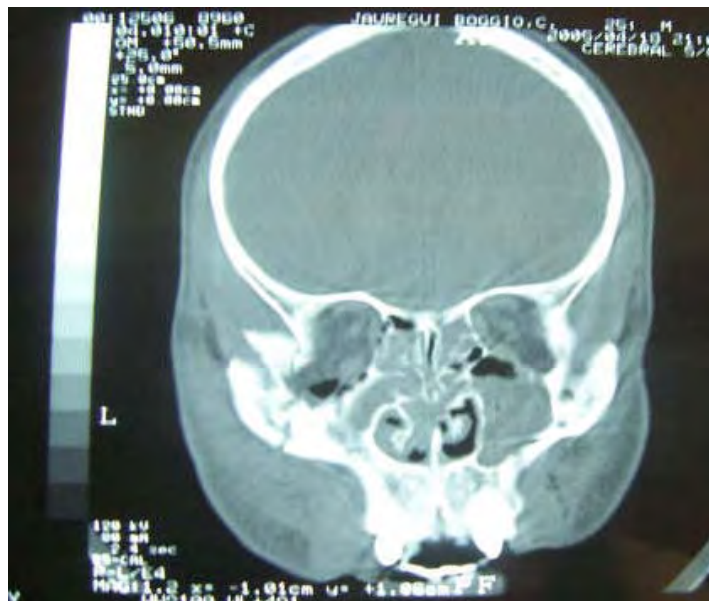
corte de TAC donde se observa fractura cigomático malar
